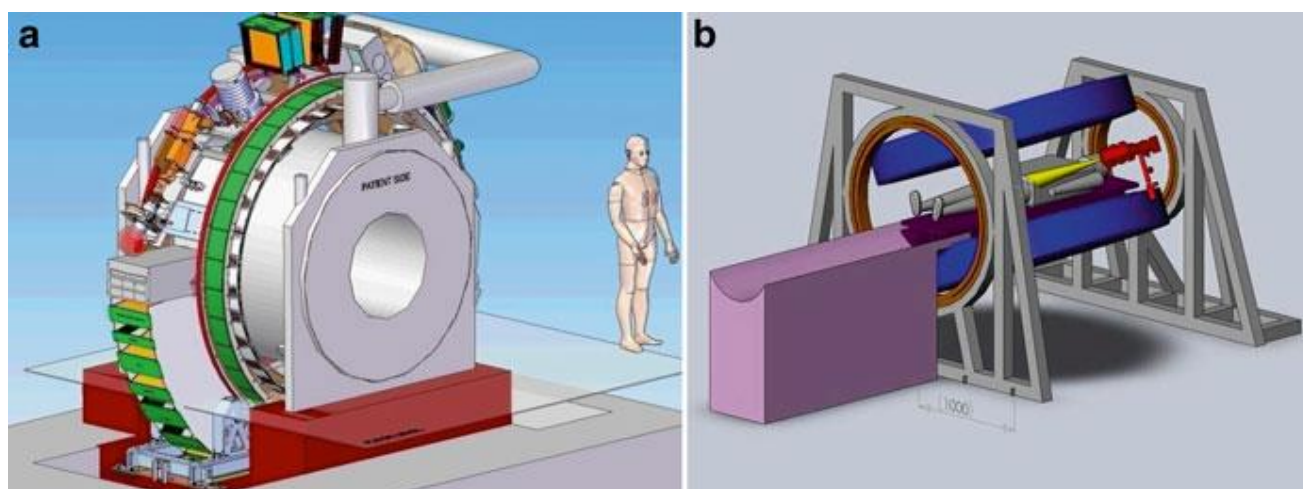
Appareil de radiothérapie équipé d'un système d'imagerie IRM. (a) Système du Centre médical universitaire d'Utrecht, Pays-Bas (<http://medicalphysicsweb.org/cws/article/research/51279>). (b) Système du Cross Cancer Institute, Université de l'Alberta (<http://www.mp.med.ualberta.ca/linac-mr/>)
